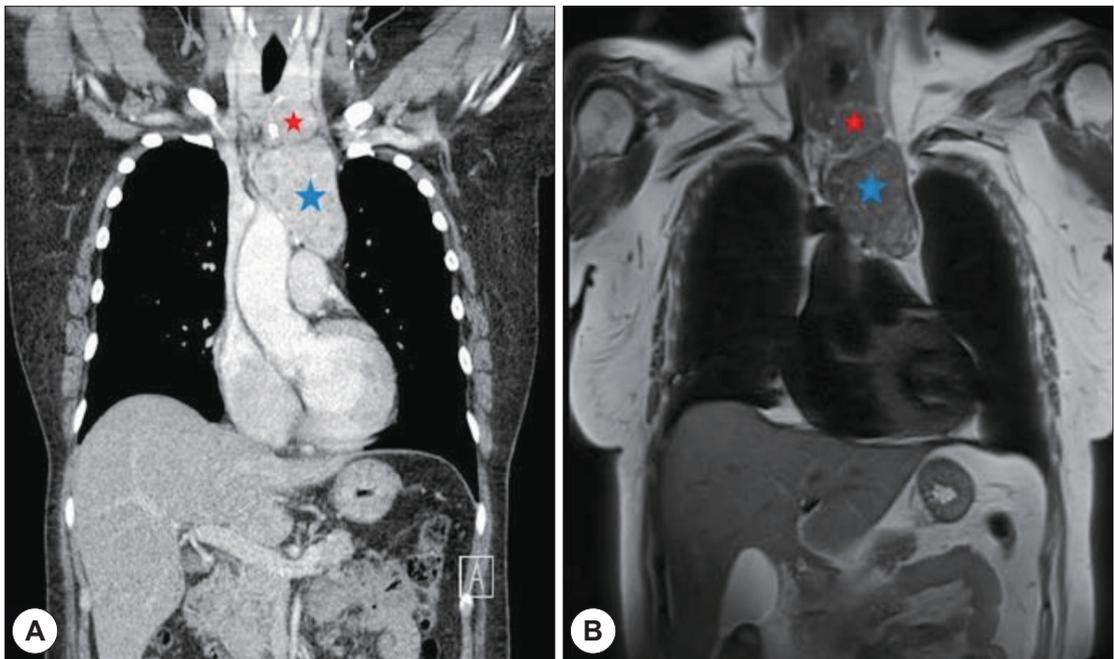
Preoperative radiologic findings. A : Preoperative contrast chest CT coronal view. Red & blue star indicate the suspected lobulated mass. The mass is extended from the lower neck to mid-thoracic level. B : T2-weighted contrast chest MR image shows low intensity and calcified mass.
